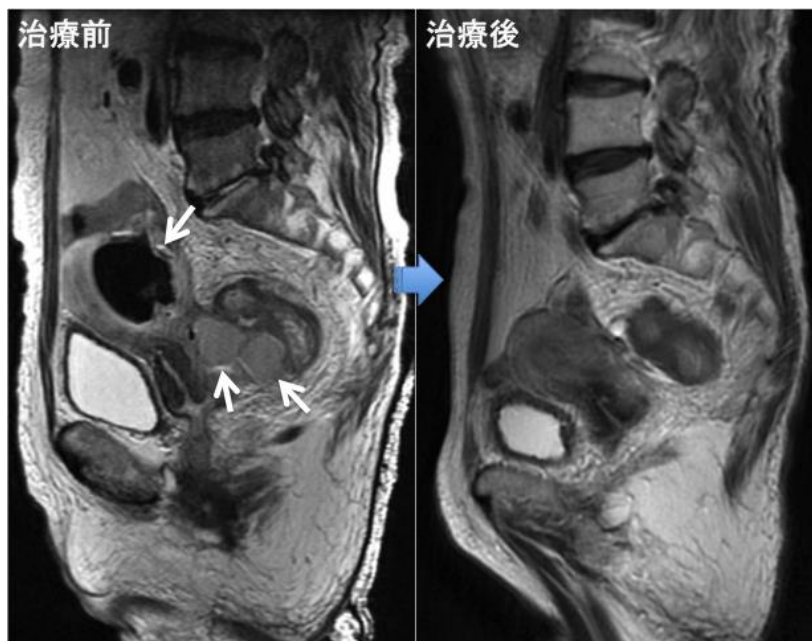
MEPM投与終了後41日目のMRI所見では膿瘍病巣はほぼ消失していた。
